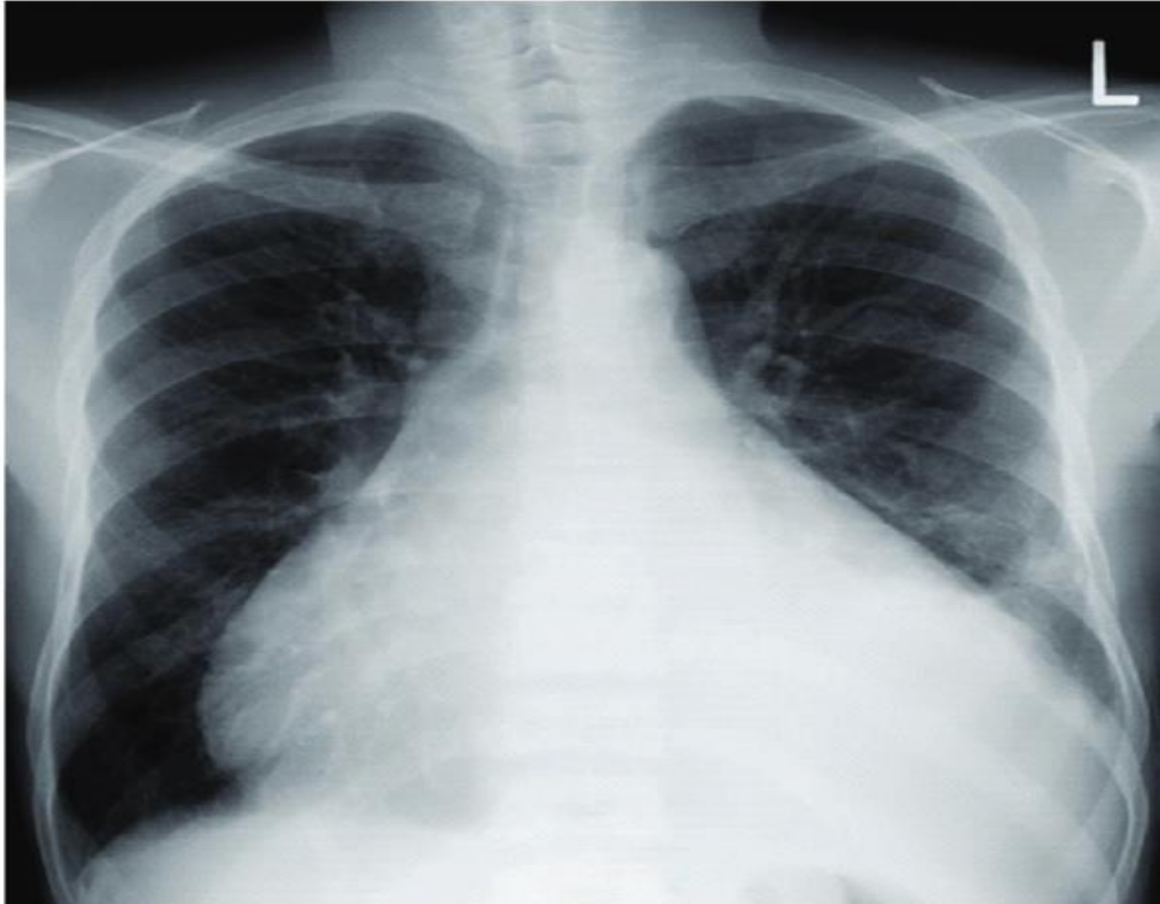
Radiographie de face montrant l'aspect de cœur en carafe[27]
